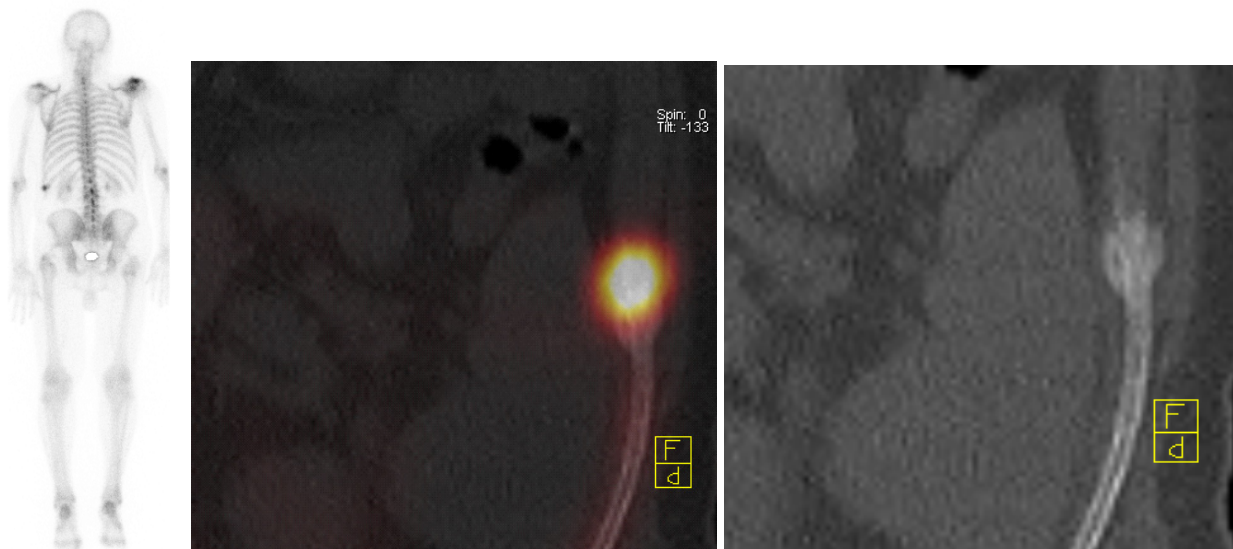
Остеосцинтиграфия и прицельные сканы ОФЭКТ/КТ (пациентка Б. 44 года)
